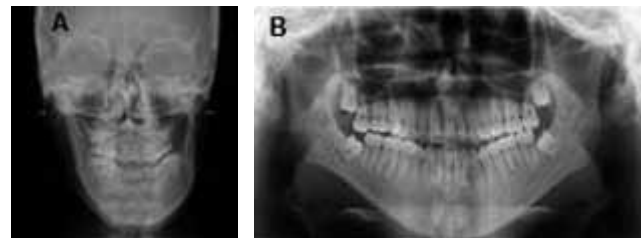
A. Radiografía de cráneo, proyección posteroanterior (PA), que revela mentón desviado a la izquierda. B. Radiografía panorámica u ortopantomografía, que muestra cóndilo derecho más largo con respecto a su contralateral.
